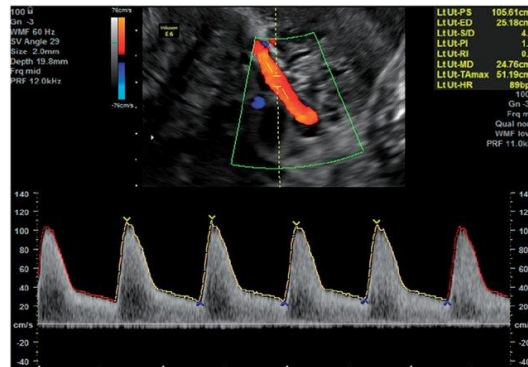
Een fysiologische arteria uterina abdominale Doppler (Peixoto et al., 2015)
